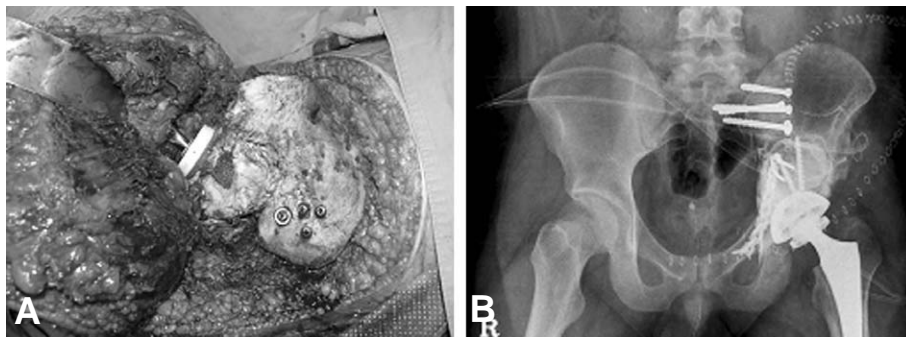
The gross photo (A) and simple x-ray (B) show post operative states.
